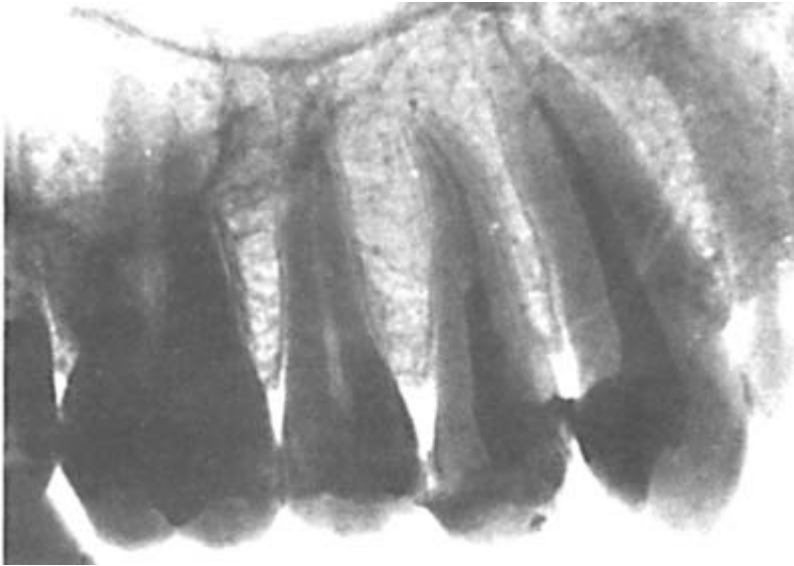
Внутриротовая периапикальная рентгенограмма премоляров верхней челюсти. В костном рисунке преобладает вертикальная направленность балок. Кортикальные пластинки окаймляют межальвеолярные перегородки. Периодонтальные щели и дно верхнечелюстной пазухи соответствует норме. Корневые каналы 13, 14 запломбированы.
